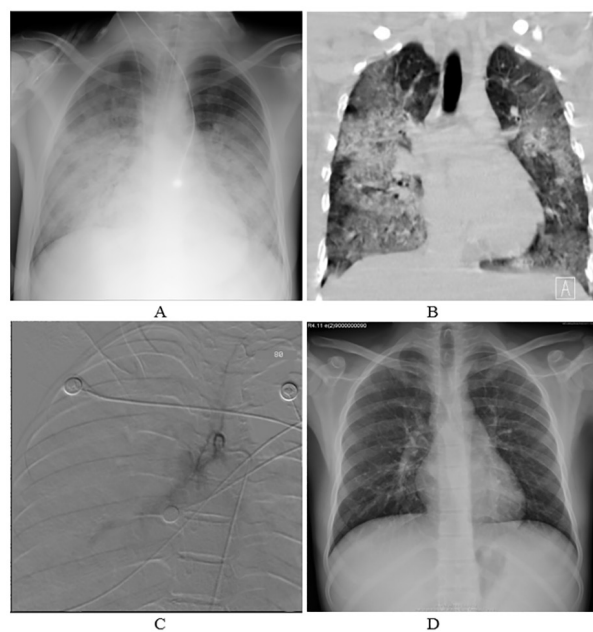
A. X-ray on the day of admission; B. CT examination; C. Embolization with gelfoam; D. X-ray 2 weeks after embolization
